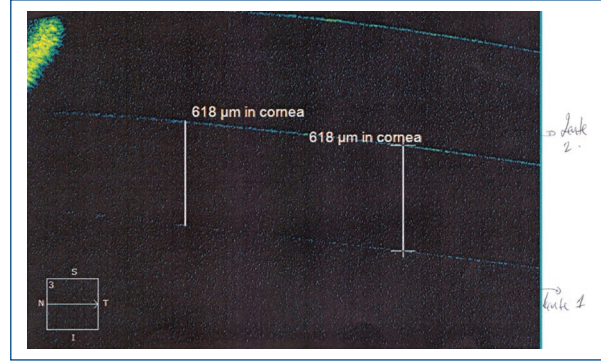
Imagen de tomografía de coherencia óptica mostrando el espacio comprendido entre el borde posterior del lente anterior (surco ciliar) y el borde anterior del lente posterior (lente en saco). Se observa un «vault» homogéneo de 618 micras entre los dos lentes.
